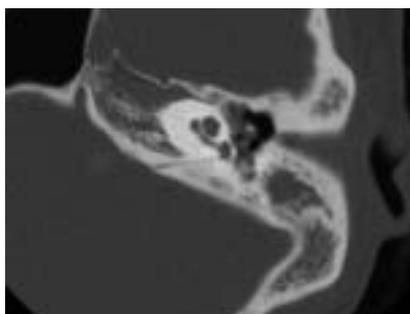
正常側(左側)単純CT(thin slice)
